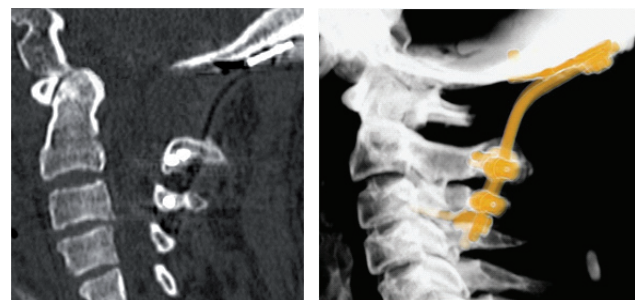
Контрольные КТ пациента с ОСД
